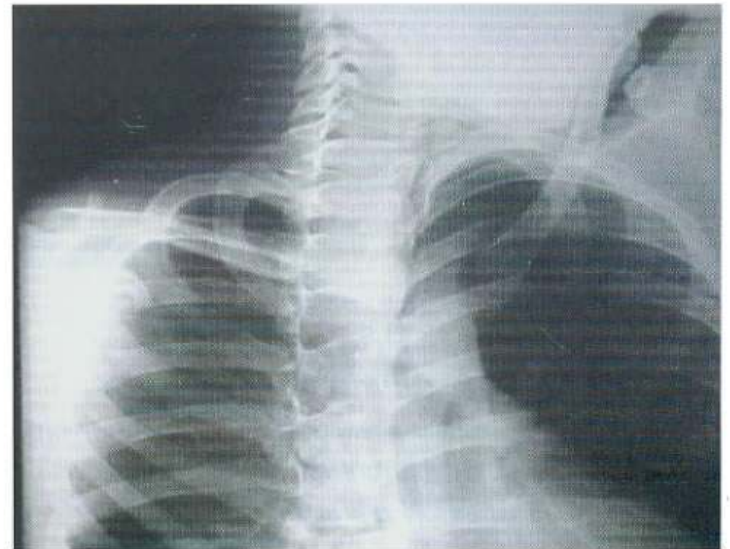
Radiografía oblicua de tórax al ingreso.
